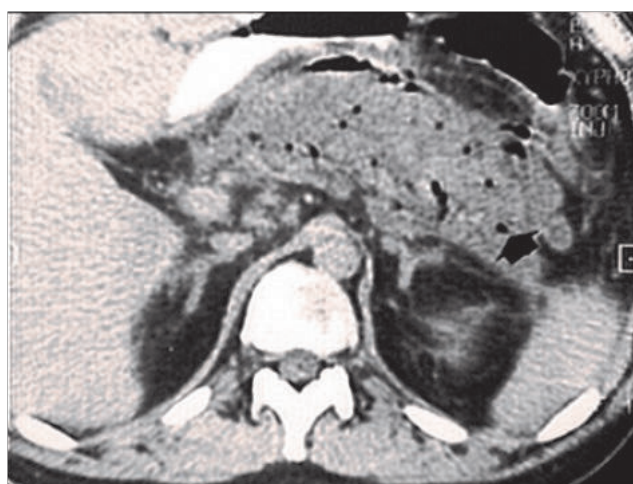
КТ-картина инфицированного панкреонекроза.
